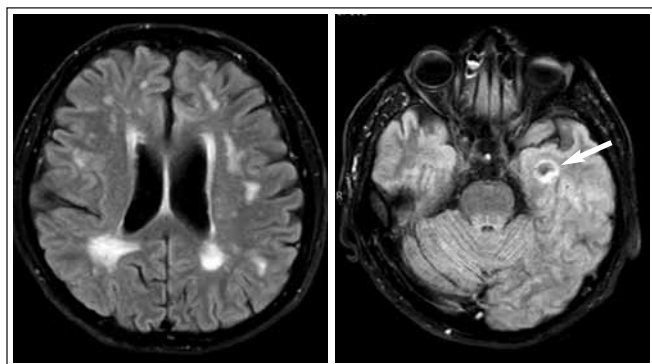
МРТ головного мозга от 19.09.2022 (режим FLAIR), аксиальная плоскость.
